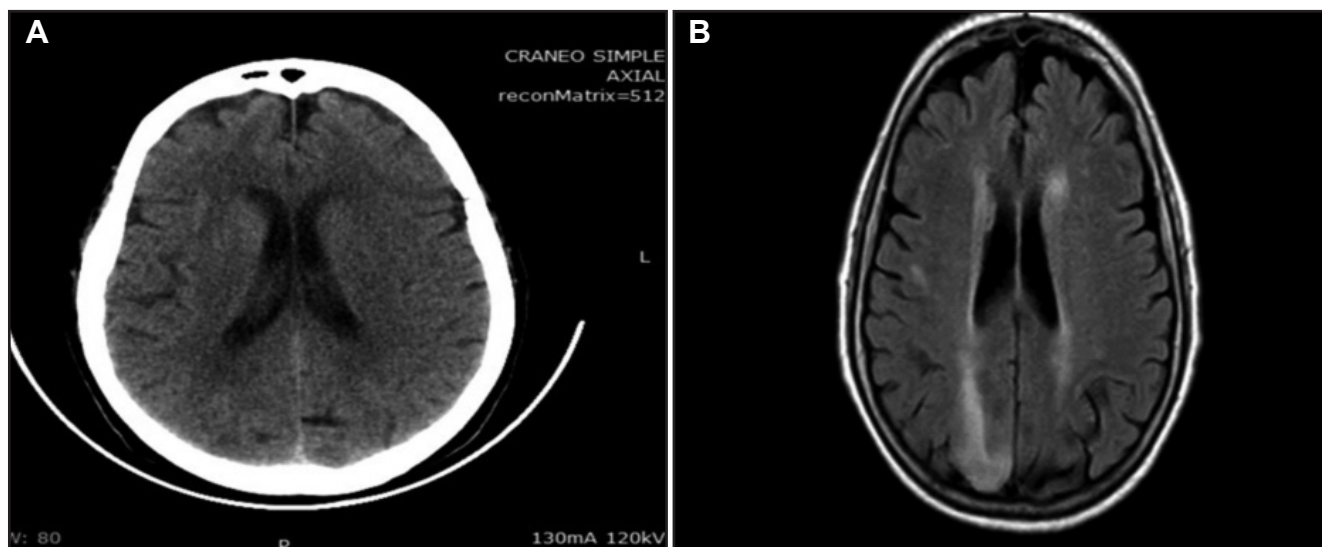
A. TAC cerebral simple sin anomalías estructurales. B. RMN cerebral simple. FLAIR. Zonas hiperintensas periventriculares y occipitales derechas.
